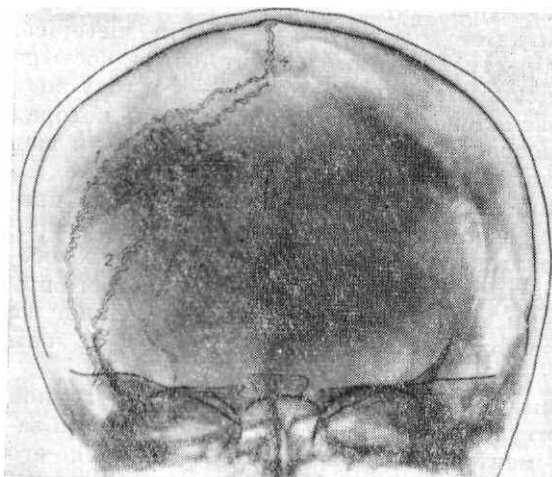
Рентгенограмма черепа в носо-лобной проекции. Швы крыши черепа:
